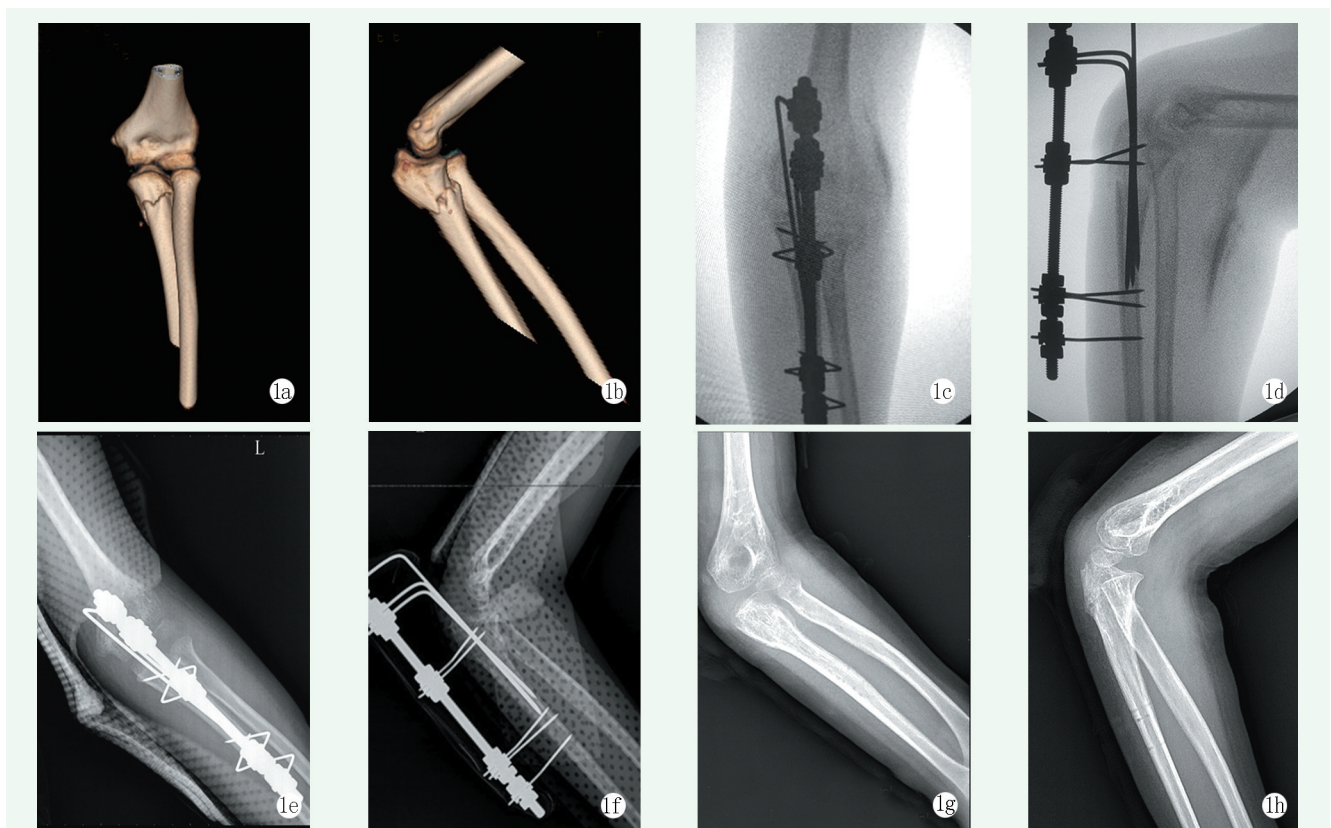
患儿，男，9岁，Bado I型孟氏骨折，骨折位于尺骨近端 1a, 1b: 术前CT三维重建正侧位影像 1c, 1d: 手法整复失败后，给予断端有限切开复位，术中小型外固定架固定，肘关节造影显示肘关节完全吻合，匹配良好 1e, 1f: 术后X线片示骨折对位对线良好，肘关节对位良好 1g, 1h: 术后8周取出外固定架后X线片示骨折愈合良好
